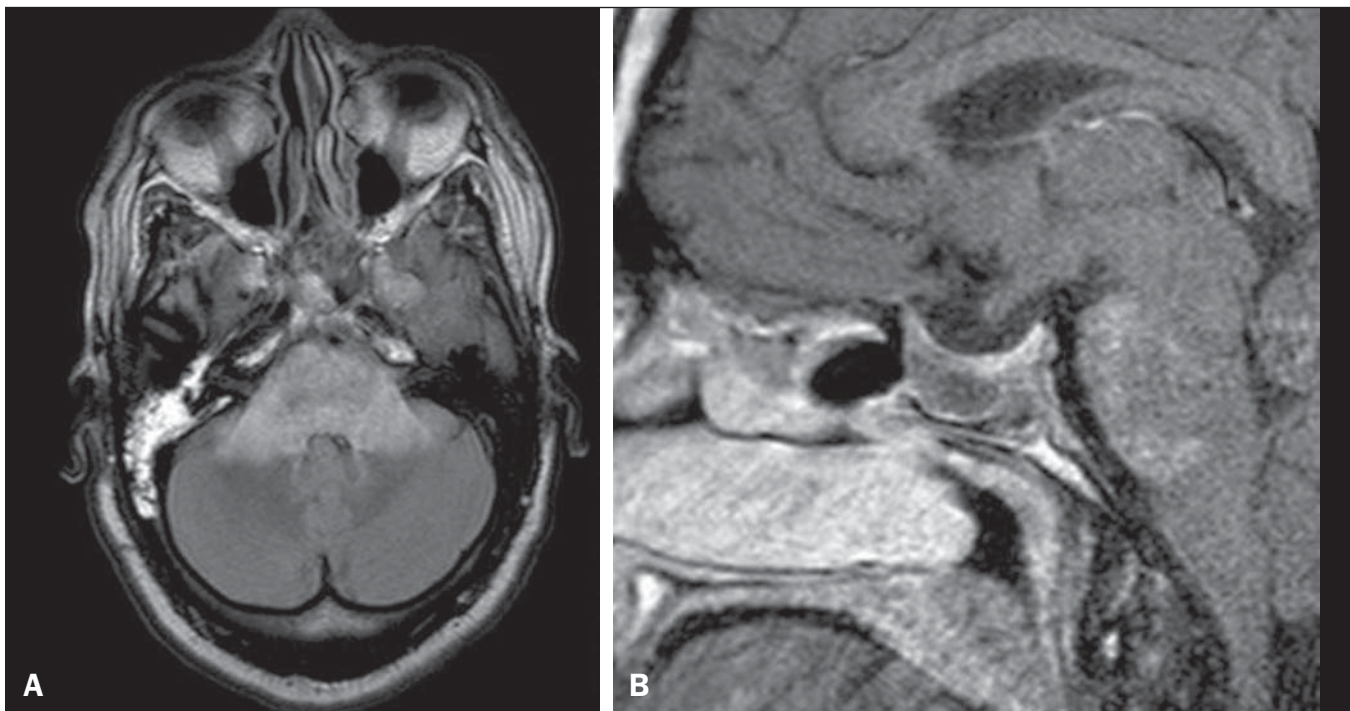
Necrose por radiação. RM axial FLAIR (A) e T1 sagital pós-gadolinio (B) de mulher de 36 anos, seis meses após irradiação de um macroadenoma na hipófise, mostra extenso edema na junção mesodiencefálica e realce da área do campo de radiação.
